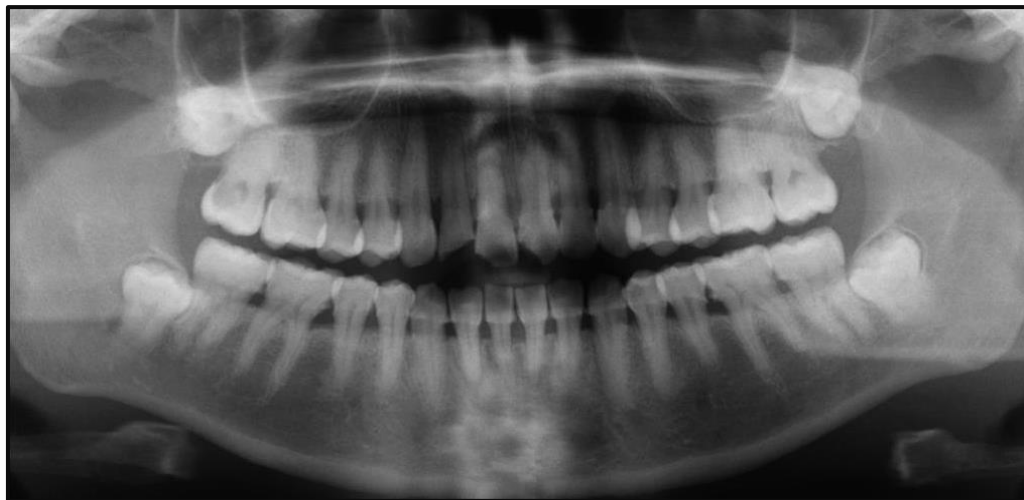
Ortopantomografía (19-04-2017)
